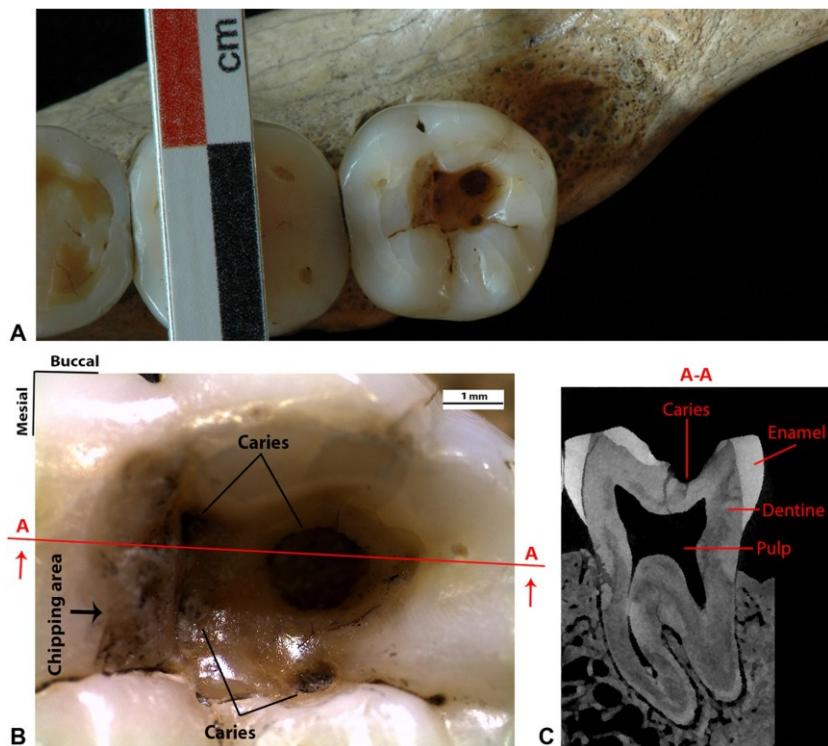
Villabruna Riparo A: Il terzo molare inferiore destro (RM3) dell'esemplare del Paleopolitico Superiore Superiore noto come Villabruna.
